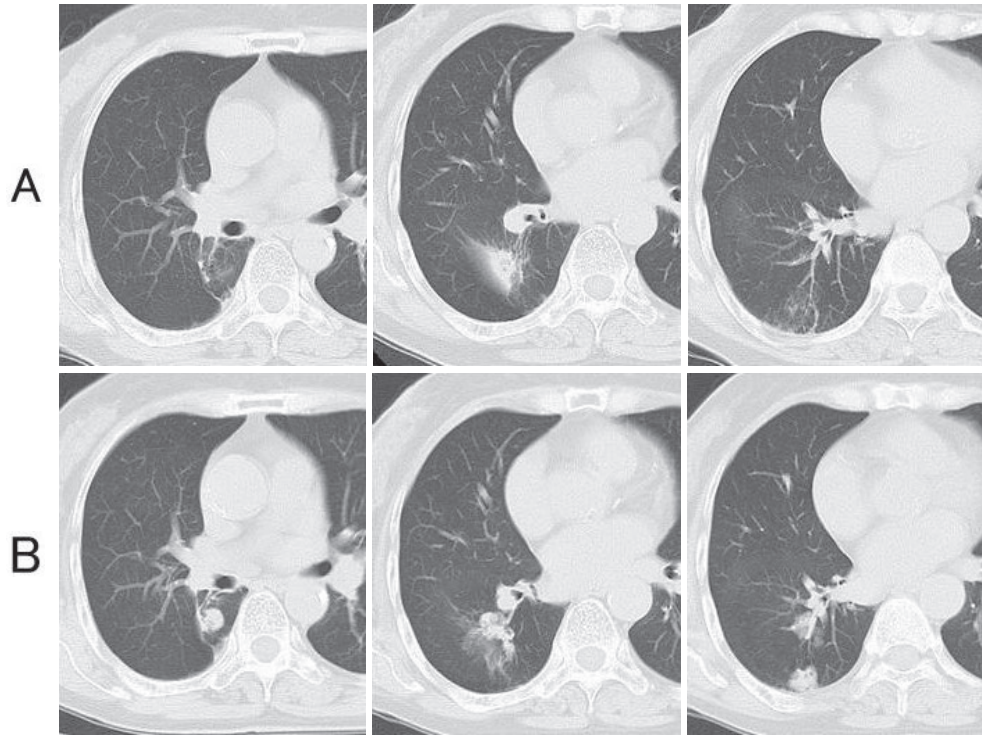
胸部単純CT. (A) Gefitinib 治療開始4ヶ月後. 右下葉の腫瘤は顕著に縮小し, それ以外の病的陰影はすべて消失していた. (B) Gefitinib 治療開始2年6ヶ月後. 右下葉に新たな結節影を認めた.
